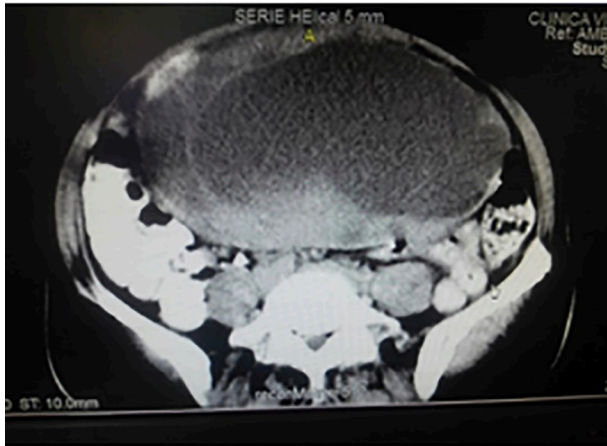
Corte Axial de TAC de Abdomen y pelvis con doble contraste: LOE heterogéneo predominantemente quístico.
